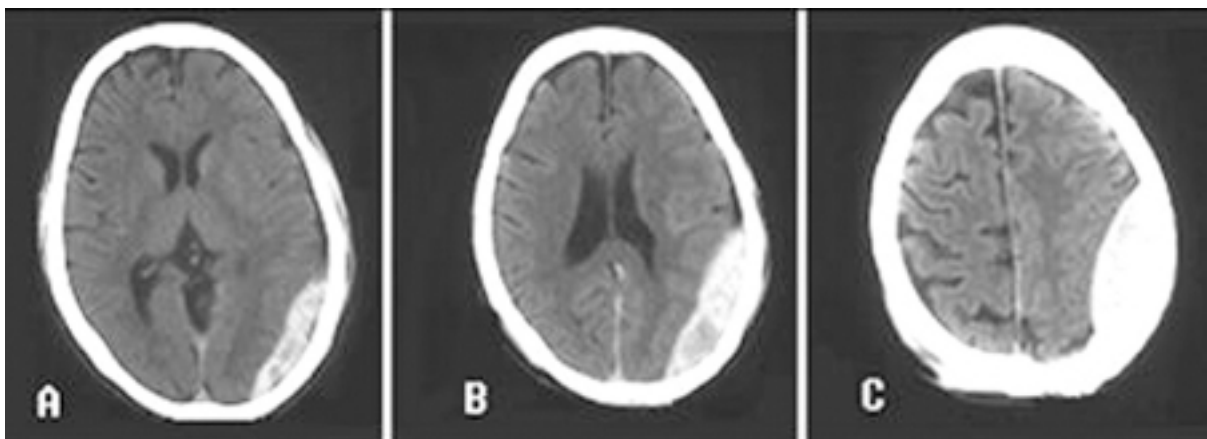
Hematoma epidural: tomografia computadorizada (TC) cranioencefálica mostrando hiperdensidade com formato lenticular entre a dura-máter e o crânio. (A–C) O mesmo paciente em níveis diferentes do crânio, (A) sendo o mais caudal e (C) o mais craniano
